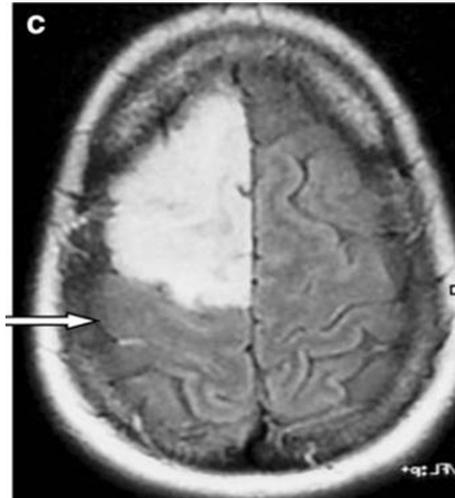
IRM FLAIR. Hyperintensité frontale droite en région prémotrice (flèche : sillon central, ou de Rolando, droit). Astrocytome de grade 2.
